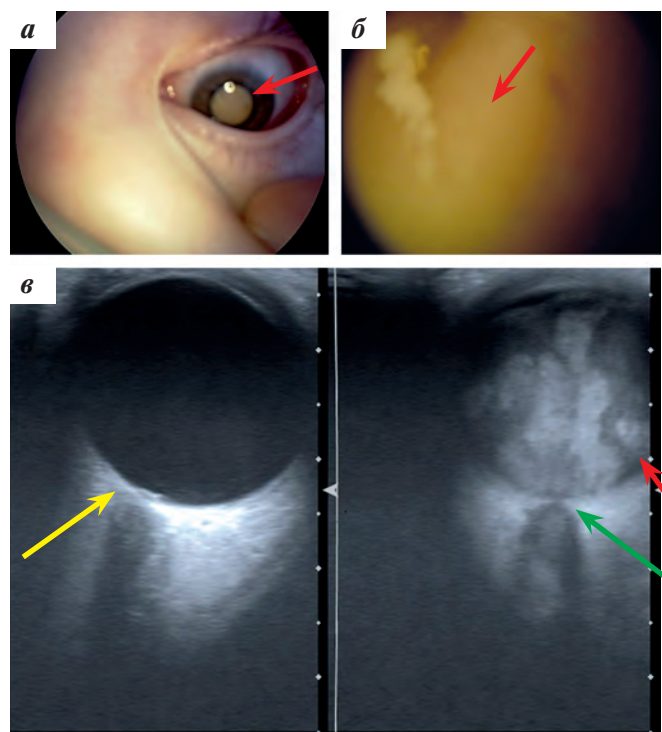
Мальчик, 3 года 4 месяца. РБ OS: а — фотография переднего отрезка глаза, лейкокория; б — офтальмоскопия: опухолевые массы за прозрачным хрусталиком; в — УЗИ орбит: OD не изменен (желтая стрелка). В левом глазу определяются опухолевые массы повышенной неоднородной эхогенности, выполняющие всю полость СТ (красная стрелка) и распространяющиеся за пределы глаза по ходу ЗН (зеленая стрелка)
